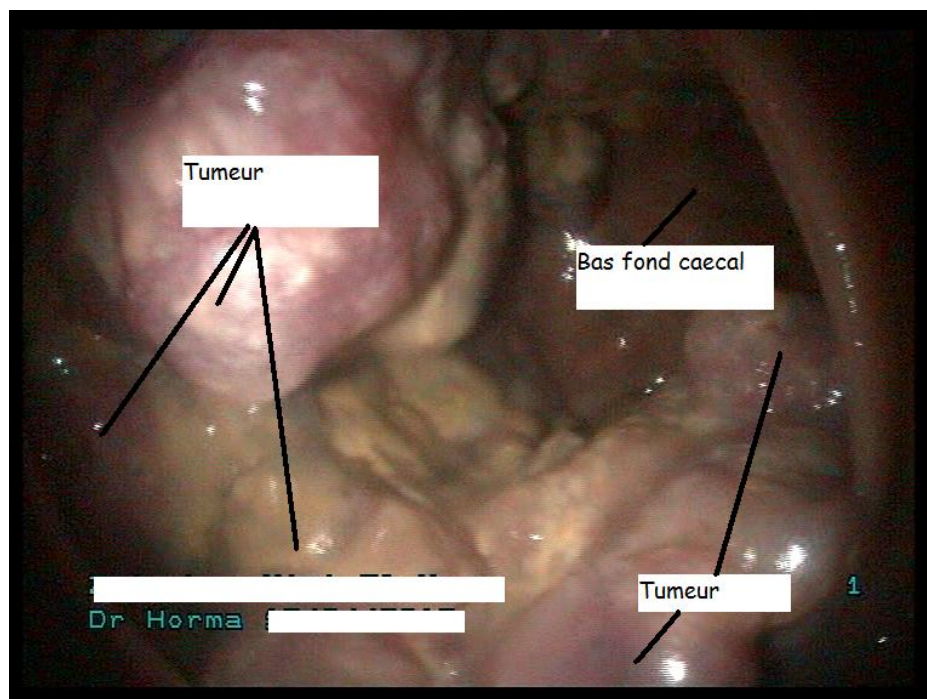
Volumineuse tumeur polypoïde du caecum dont elle occupe les $\frac{3}{4}$ de la circonférence. Indication d'une hémicolectomie droite emportant la dernière anse iléale et anastomose iléo transverse termino latérale. Cette tumeur a été suspectée à la TDM et confirmée à la coloscopie.
